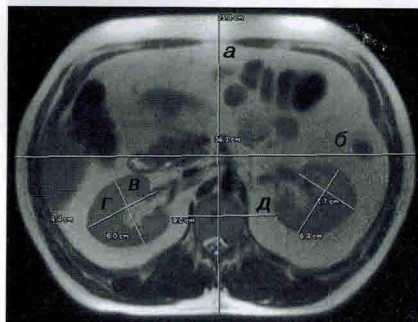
МРТ, T2-ВИ. Трансверсальный срез на уровне ворот почек.
